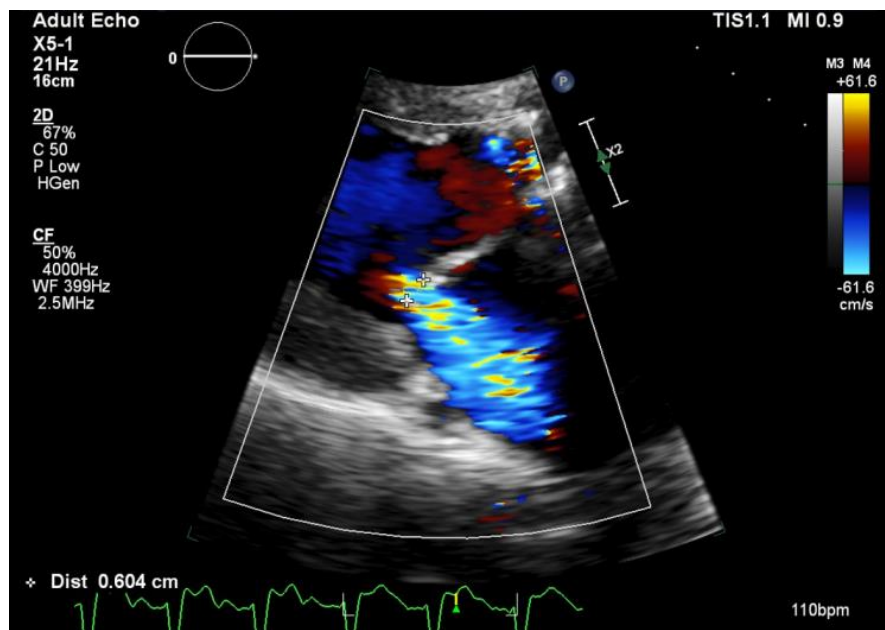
Imagem ecocardiográfica 2D na visão paraesternal eixo longo da valva mitral reumática evidenciando o jato de RM pelo Doppler colorido com medida da *vena contracta*. A medida da *vena contracta* mostra RM moderada.
